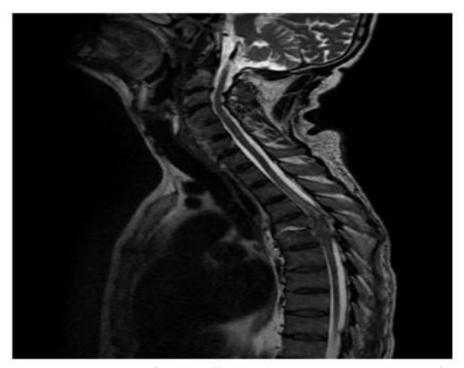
Image IRM en coupe sagittale, en pondération T2, montrant un amincissement des espaces sous arachnoïdiens avec compression du cordon médullaire.
